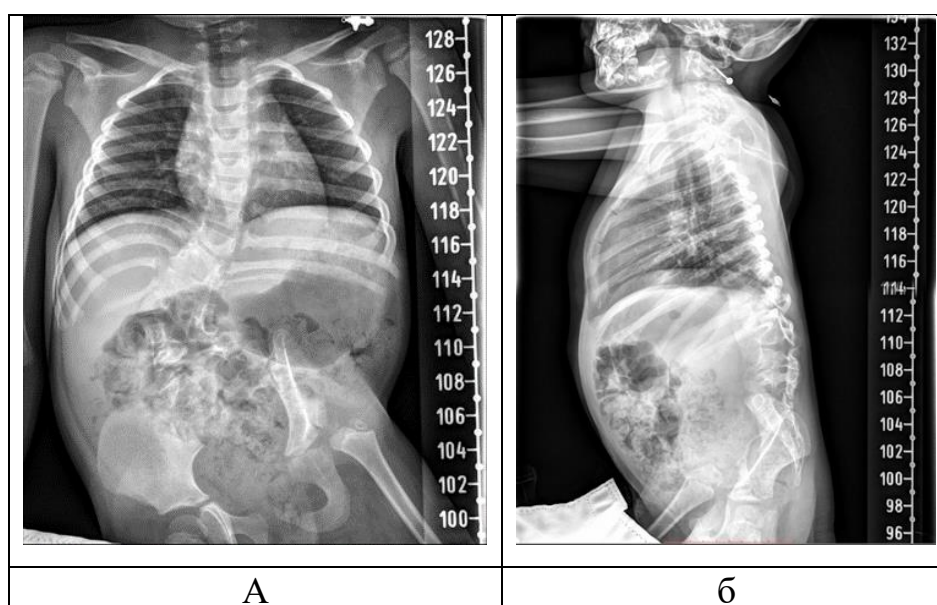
Рентгенограммы пациента до операции: а – прямая проекция, б – боковая проекция
